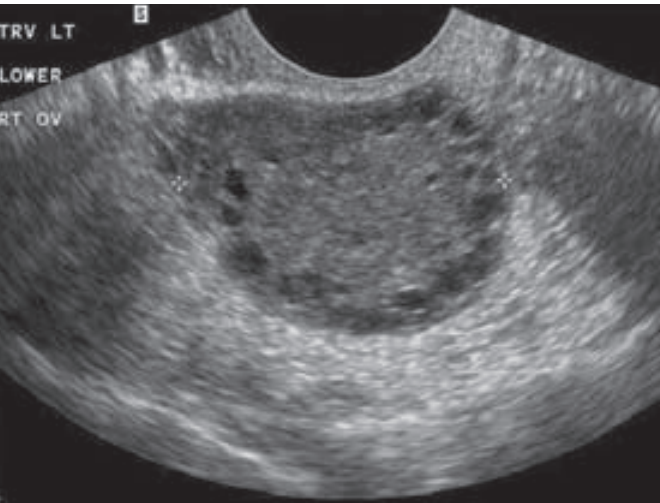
Ecografía transvaginal que muestra múltiples quistes hipoeoicos pequeños. (Cortesía de la Dra. Elysia Moschos.)
